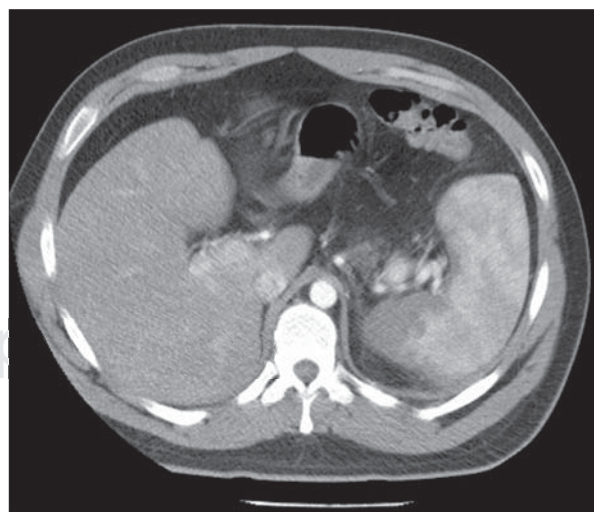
Imagen de TAC de control que muestra la misma imagen del estudio previo, sin extensión del infarto.
